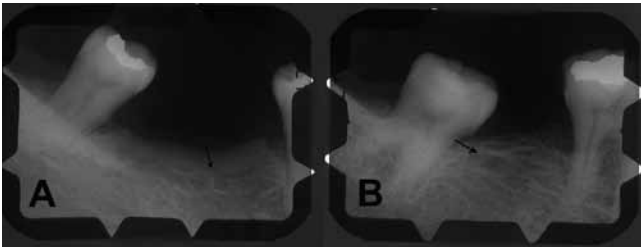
Áreas radiolúcidas en pacientes VIH+, radiografía periapical. A. Áreas radiolúcidas de tipo redondeadas, B. Áreas radiolúcidas de tipo elípticas o alargadas
